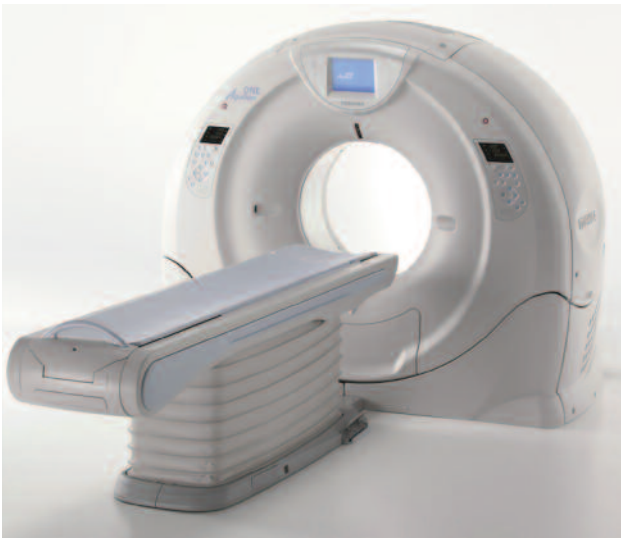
Aparato de CT multicorte.
